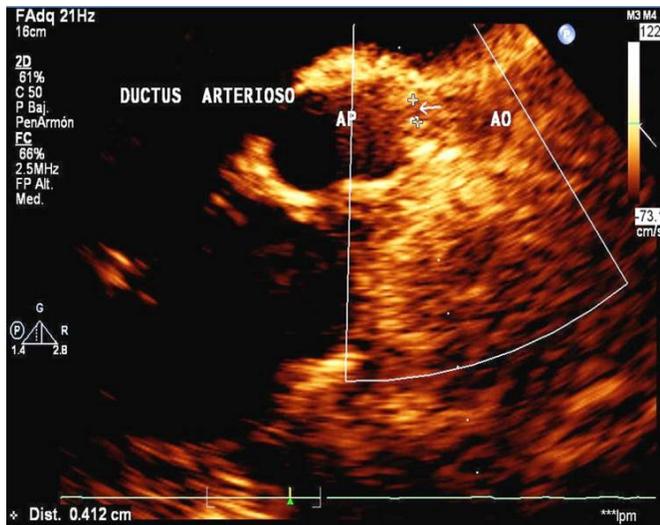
Ecocardiografía bidimensional (2D). Vista supraesternal. La flecha señala la presencia de un ductus arterioso persistente.
